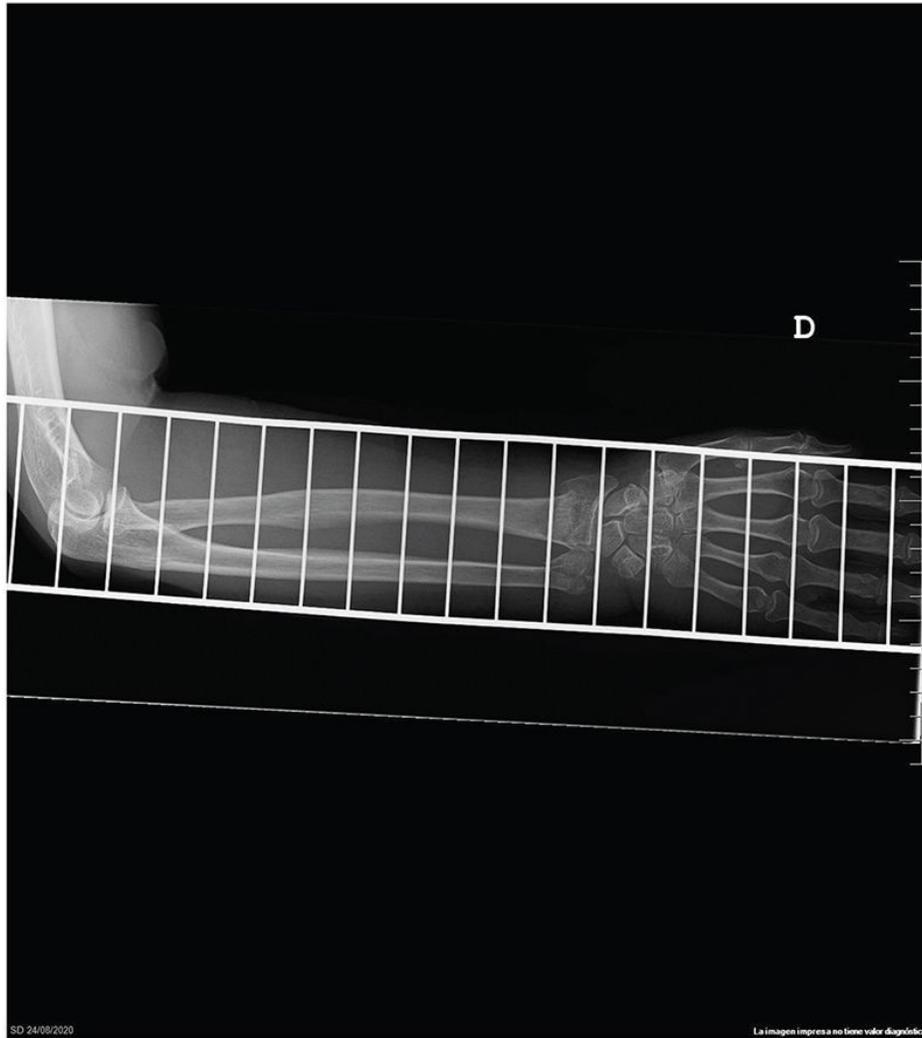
Radiografía AP del antebrazo: fractura del radio distal derecho.
